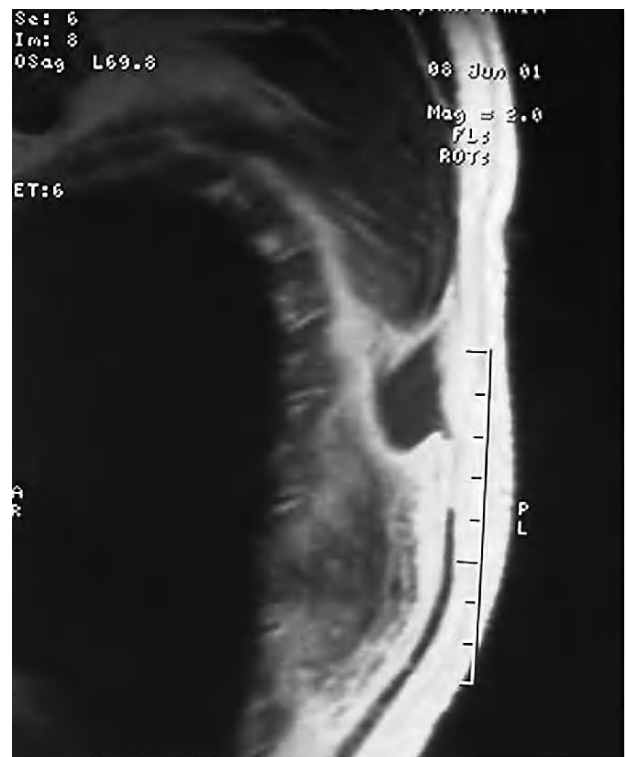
Resonancia magnética nuclear (RMN) de paciente con antecedentes de cáncer de mama. La punción con aguja fina dio como resultado un extendido compatible con lipoma, y el estudio anatomopatológico tras la resección un elastofibroma dorsi.
